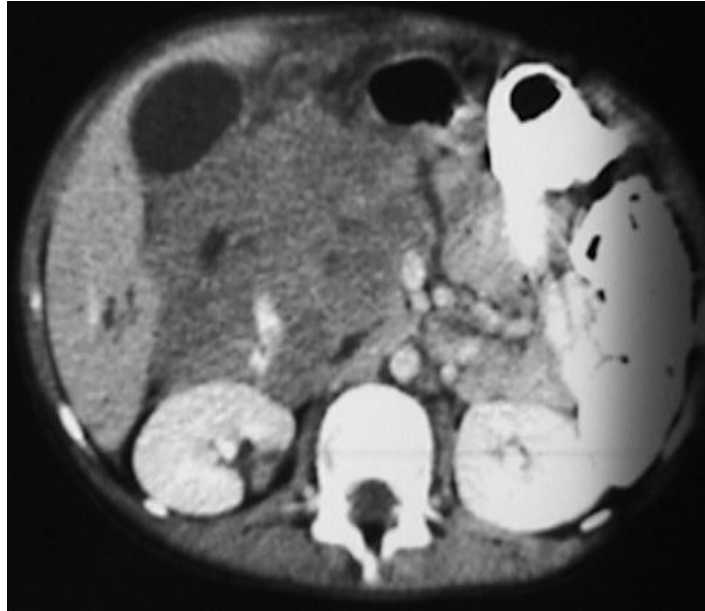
TDM en coupe axiale montrant un épaississement digestif duodénal avec coulée ganglionnaire et dilatation des voies biliaires intrahépatiques.
